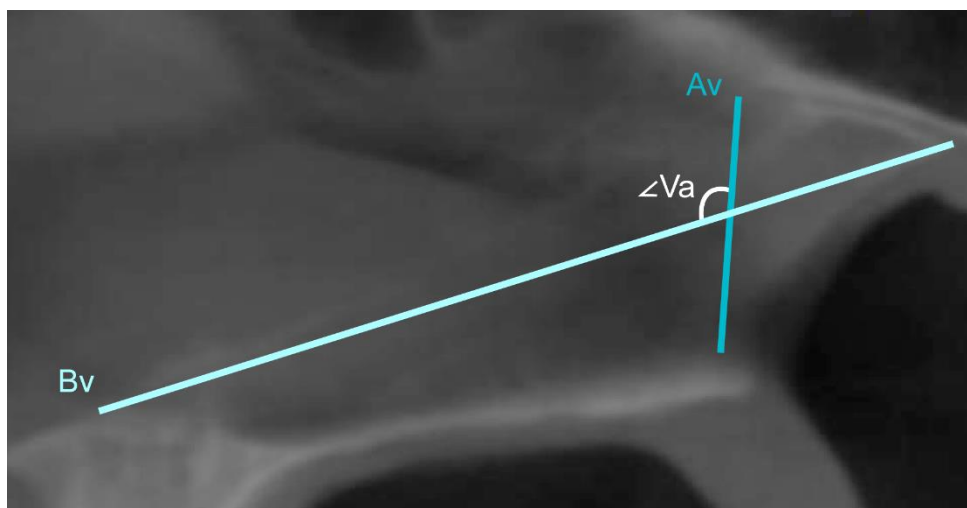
КЛК-томограмма в срединной сагиттальной проекции. Анализ формы сошника с использованием показателя « $A_v/B_v$ » и угла  $Va$ : — — горизонтальный размер сошника  $A_v$ ; — — вертикальный размер сошника  $A_v$
